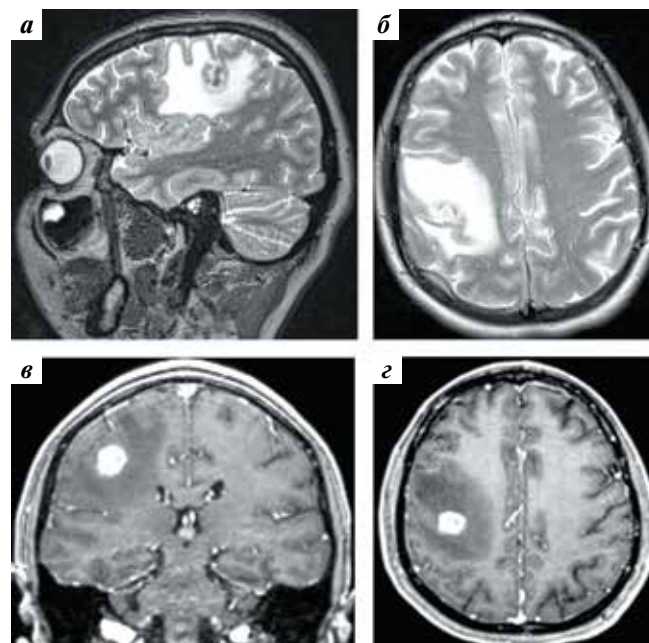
Магнитно-резонансная томография головного мозга пациентки Б.: а, б – T2-взвешенные изображения; в, г – T1-взвешенные изображения с усилением парамагнетиком
